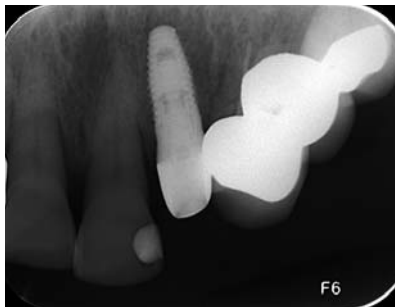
Das Röntgenbild zeigt das Implantat mit dem temporären Aufbau. Die Distanz vom Knochenrand zum Kontaktpunkt der Krone beträgt wegen des marginalen Knochenverlustes circa 5 mm.
